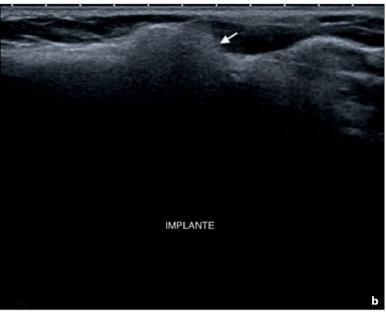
Granuloma de silicona (siliconoma) asociado con un implante mamario. a Mamografía: Siliconomas aledaños a un implante mamario. No es posible determinar por este método si corresponden a una rotura extracapsular o a siliconomas residuales por recambio protésico. b Ecografía: Siliconomas de forma nodular, ecogénicos con signo de "tormenta de nieve". La ecografía, en este caso, permite diagnosticar que corresponden a siliconomas residuales por recambio. Nótese la ecoestructura anecoica del nuevo implante que determina su integridad.
